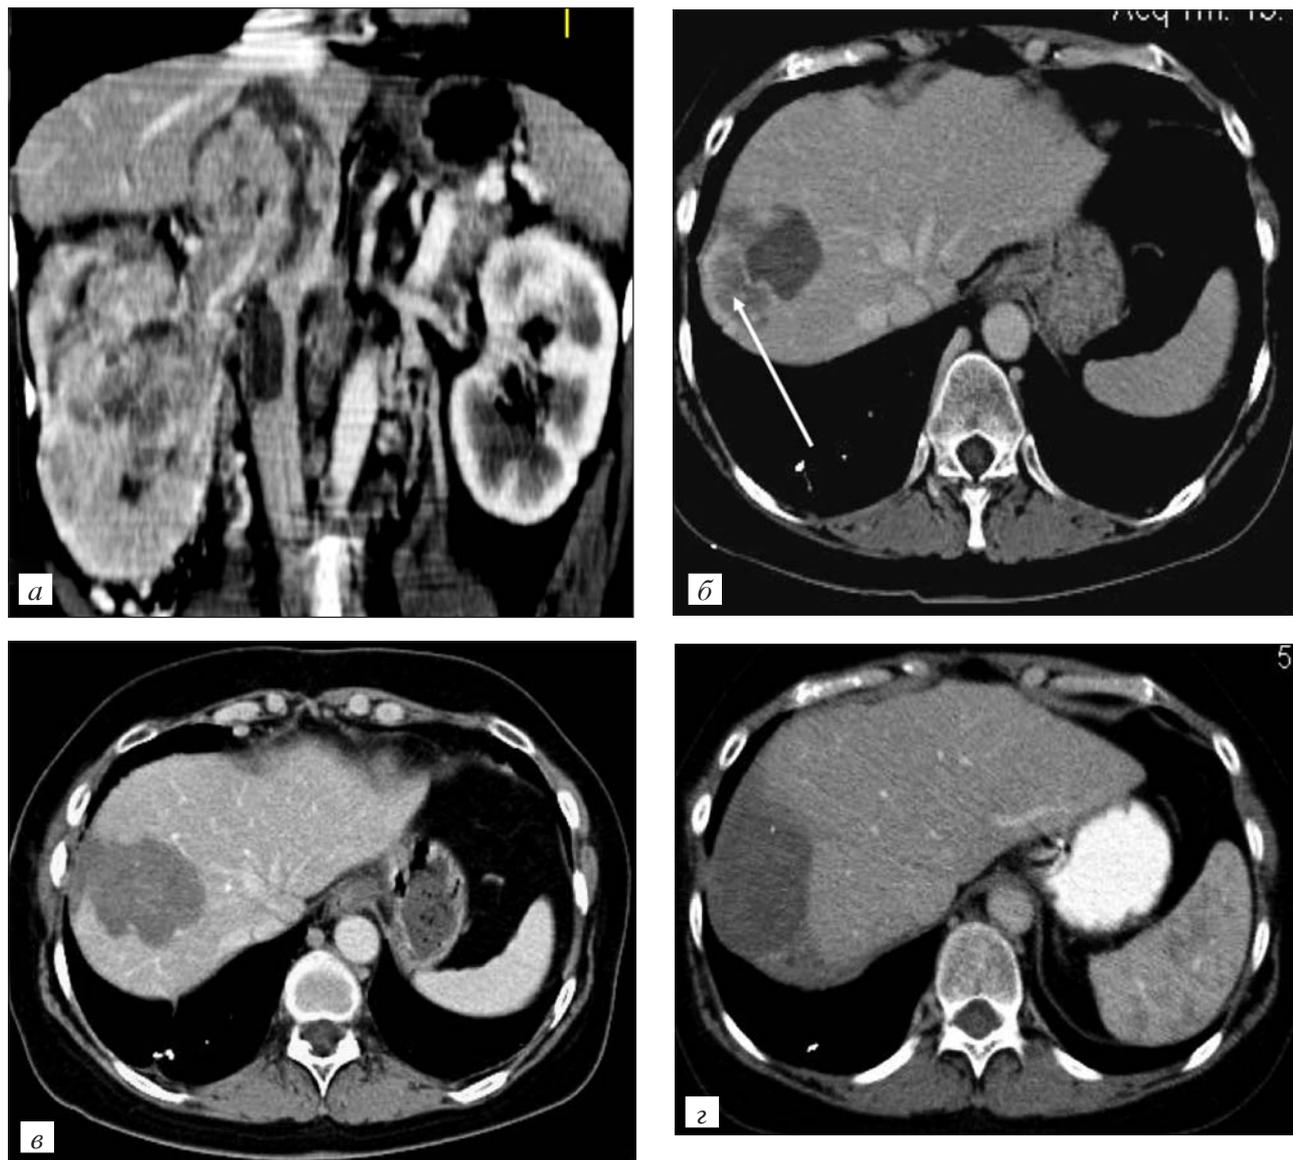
Компьютерная томограмма больной К., 1960 г.р.
